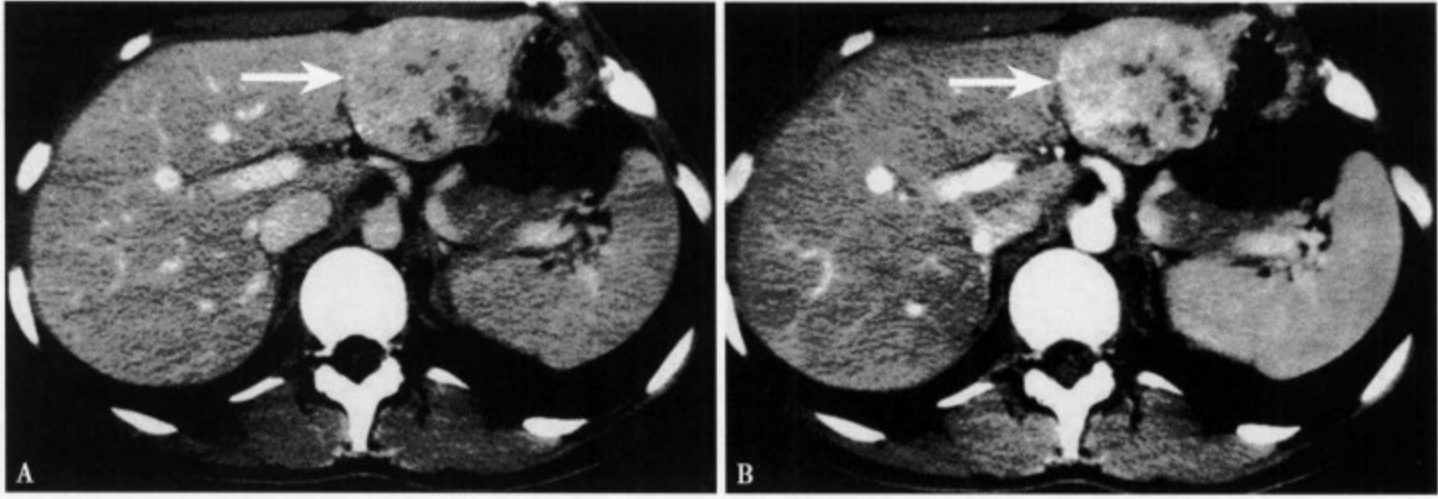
增强 CT 动脉期 (A) 见肝左叶外侧段病灶边缘部明显强化, 其中心夹有无强化的纤维化隔壁; 静脉期 (B) 病灶仍持续强化, 中心仍存在不强化低密度区
